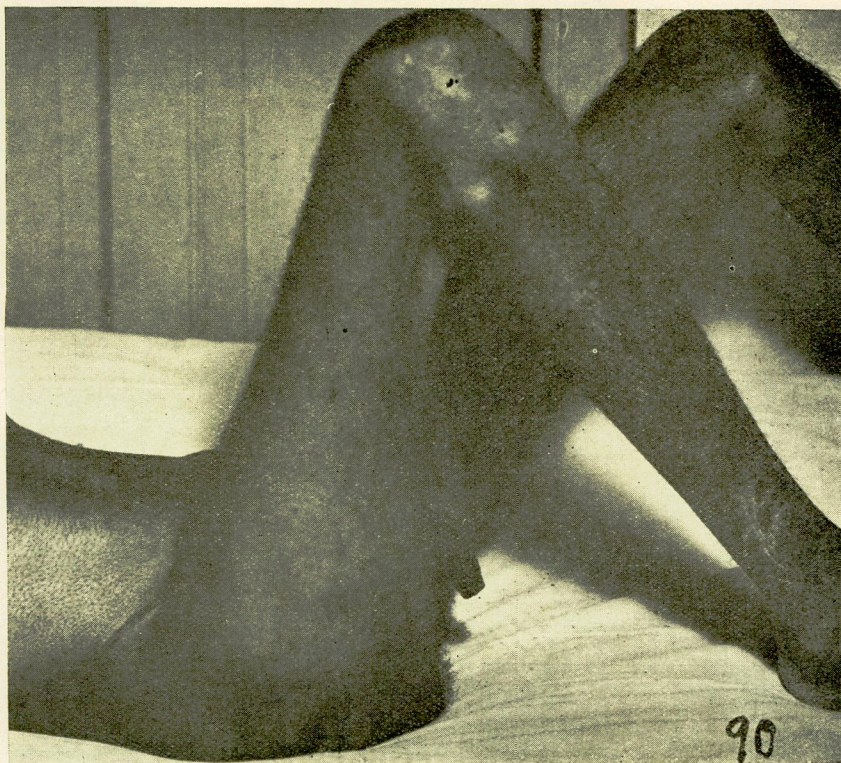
Tumor da côxa. Evolução de 1 ano. O fêmur apresenta-se indene na radiografia.
